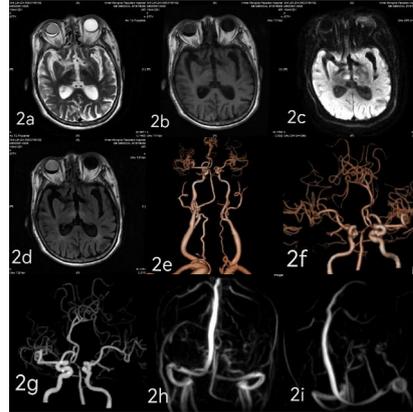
病例 2 影像学资料: 2a: 头部 MRI T2W1 示双侧丘脑对称性高信号病灶; 2b: 头部 MRI T1W1 双侧丘脑对称性低信号; 2c: 头部扩散加权成像 (DWI): 双侧丘脑对称性稍高信号; 2d: 头部 FLAIR 成像: 双侧丘脑对称性稍高信号; 2e、2f、2g: 头颈血管 CTA 示双侧颈总动脉分叉处管腔轻度狭窄, 双侧颈内动脉 C6 段管腔轻度狭窄, 右侧椎动脉 V4 段闭塞, 双侧锁骨下动脉管腔轻度狭窄, 右侧大脑前动脉 A1 段缺如, 右侧胚胎型大脑后动脉; 2h、2i: 头部 MR 静脉成像 (MRV) 未见上矢状窦、双侧横窦、直窦、窦汇局限性狭窄及扩张。
